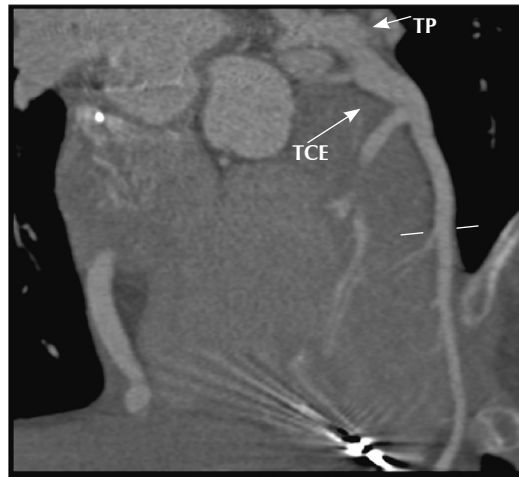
Reconstruções de angiotomografia de coronárias em 3D indicando TP dando origem a TCE, do qual saem a artéria descendente anterior (ADA) e a artéria circunflexa (ACX).
